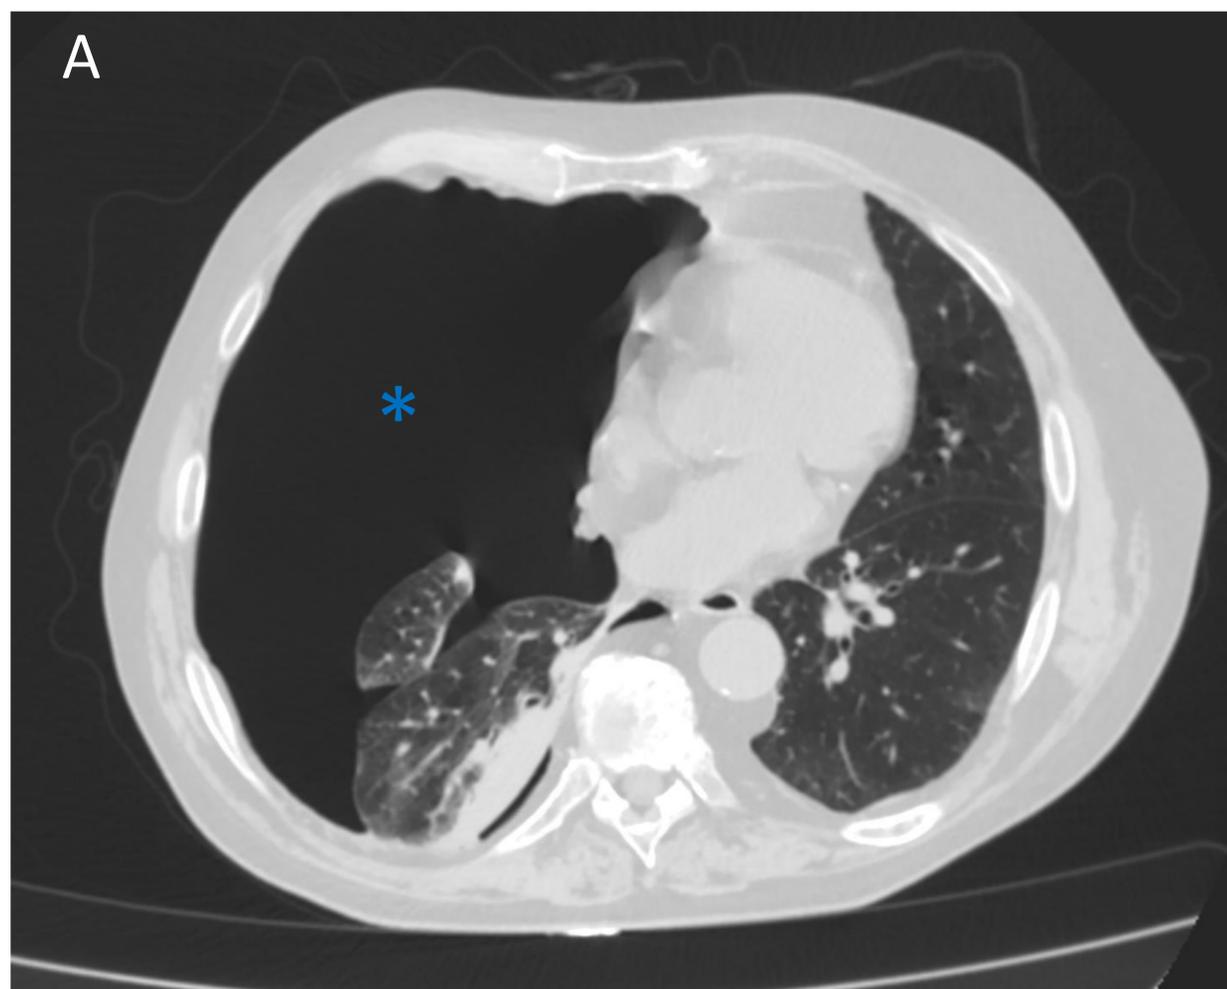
Cortes axial (A), coronal (B) y sagital (C) en ventana de pulmón de la TC del neumoperitoneo. En los cortes incluidos del estudio torácico se observa un gran neumotórax derecho (asteriscos) con colapso del pulmón ipsilateral y desplazamiento mediastínico hacia la izquierda. El extremo del catéter pigtail se localiza en la cavidad pleural (flecha fina) y no existe neumoperitoneo
